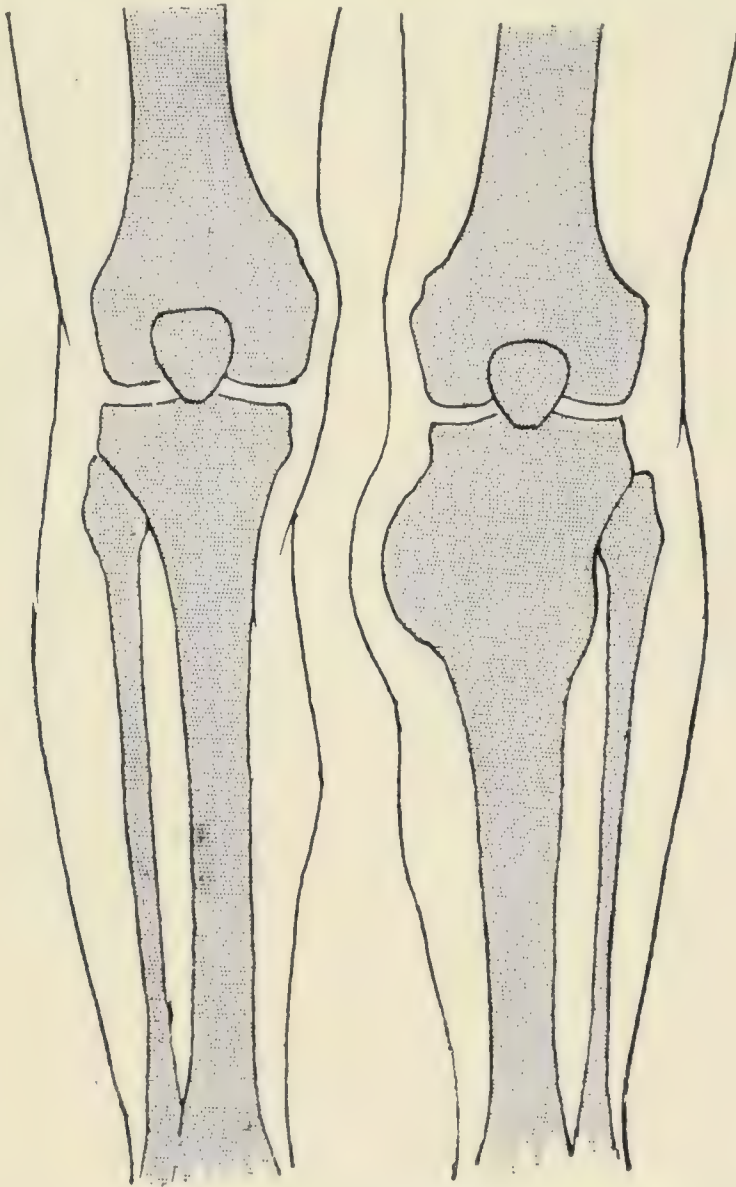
Osteosarkom der Tibia (nach einer Radiographie). Differentialdiagnose mit der Osteomyelitis. Beim Osteosarkom ist der Knochen wie eine Keule, er ist spindelförmig bei der Osteomyelitis (s. Fig. 1030). Beim Osteosarkom ist der Beginn schleichend, es besteht fast kein Fieber, weniger schnelle Evolution.
